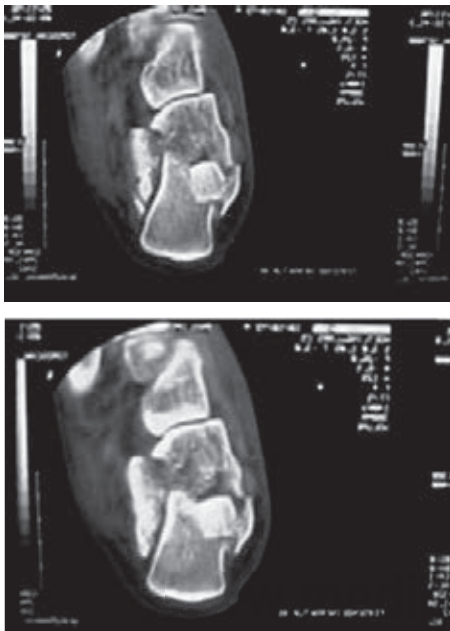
Tomografía axial computada del calcáneo que ilustra la fractura tipo III de Sanders.
